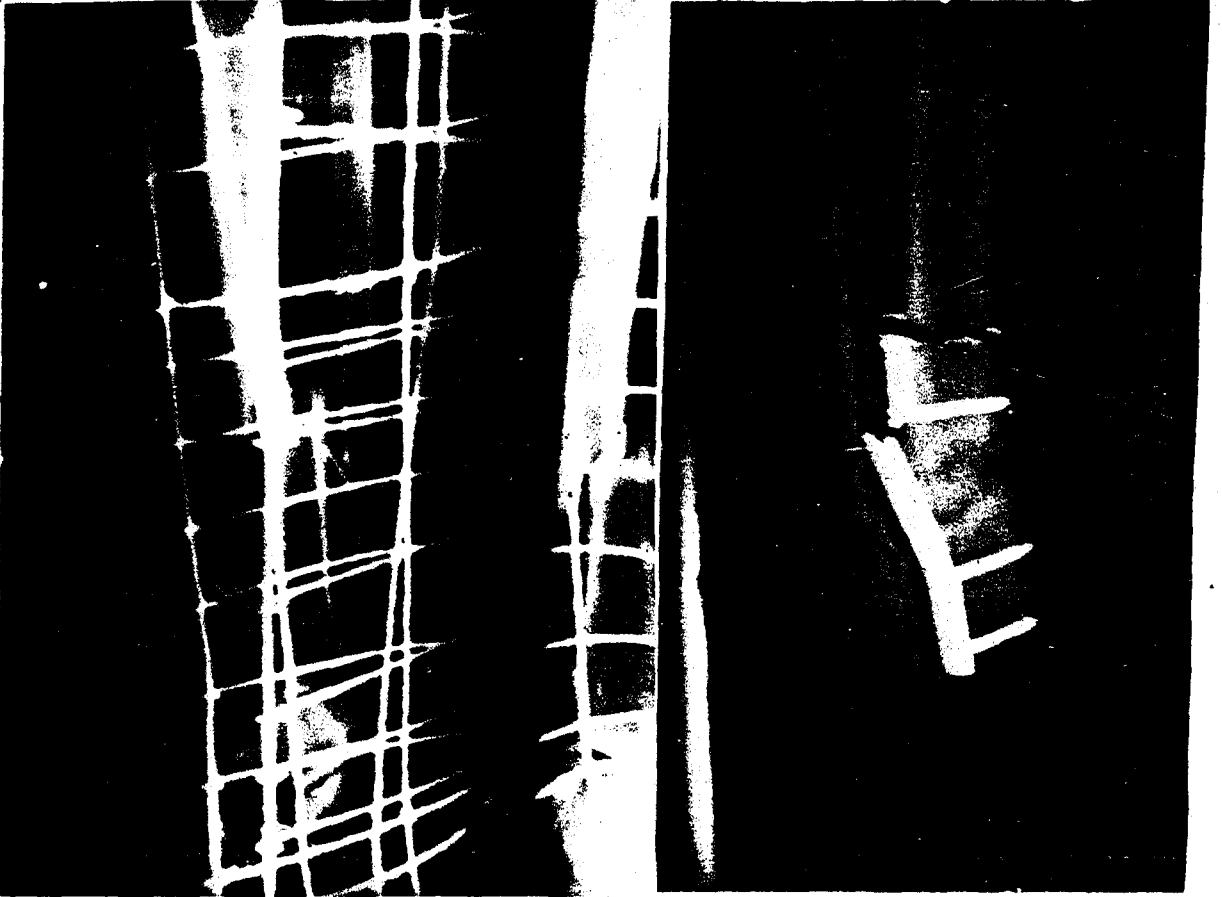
6 Kırıkta konsolidasyon geliştikten sonraki durumu gösteren anterio - posterior sağ humerus grafisi.
